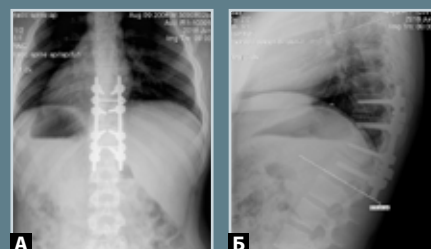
Рентгенограммы пациента Б. в двух взаимно
